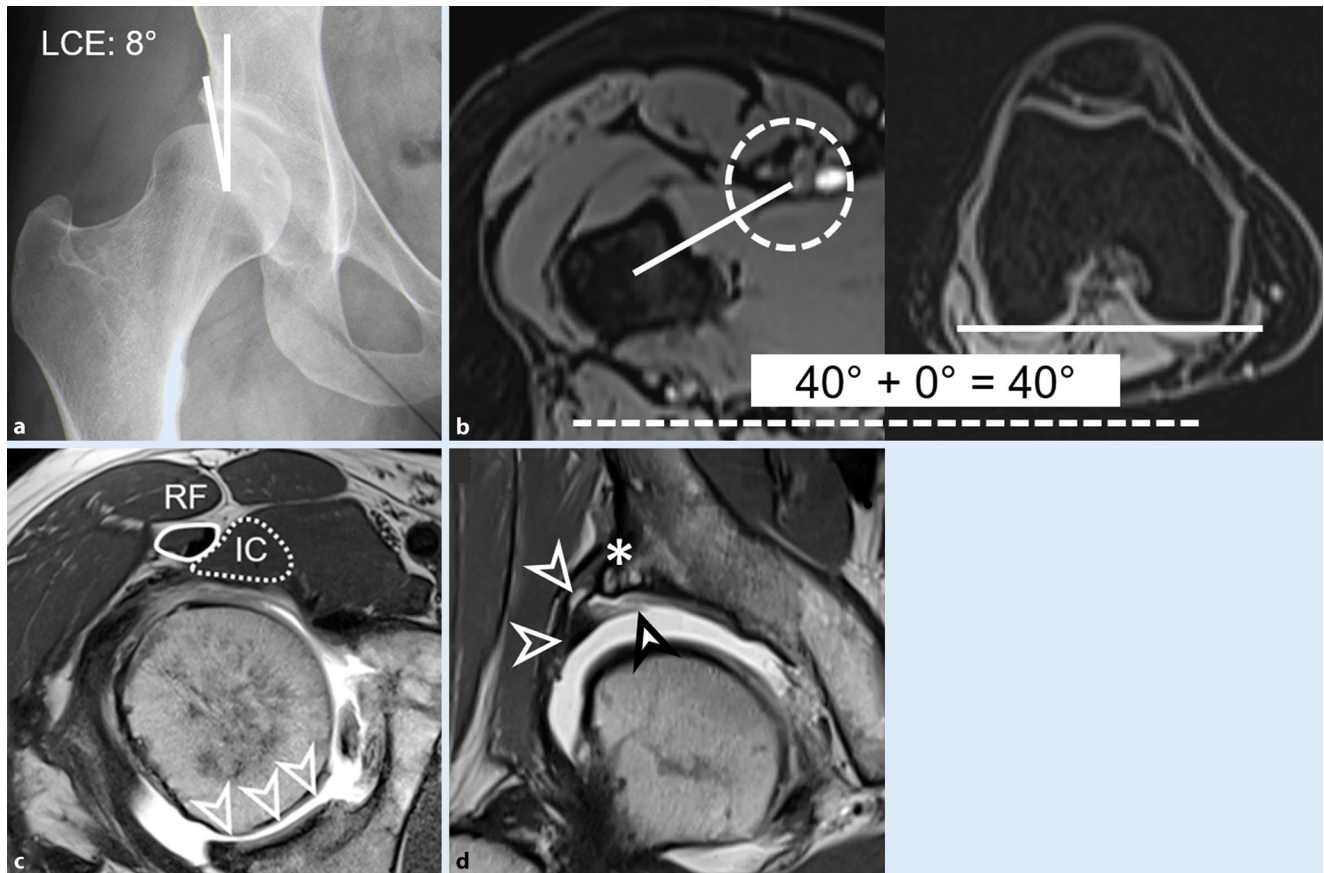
a Beckenübersicht einer 28 Jahre alten Patientin mit Hüftdysplasie und LCE („lateral center edge“) von 8°. b Im MRT zeigt sich eine erhöhte femoralen Antetorsion von 40° (nach Murphy-Methode gemessen [57]), gemessen anhand zweier schneller 3D T1-gewichteter VIBE („volumetric interpolated breath-hold examination“) Dixon-Sequenz des Beckens und der Knie (je 1 min Messzeit). c Sekundäre Instabilitätszeichen auf einer axialen T1-gewichteten Turbospinechoscsequenz: Hypertrophie des M. iliocapsularis (IC) mit größerer Querschnittsfläche als der M. rectus femoris (RF) sowie Dezentrierung des Femurkopfs mit Subluxation nach anterior und kontrastmittelgefülltem Spalt posterior (Pfeile). d Koronale protonengewichtete Turbospinechoscsequenz unter Traktion zeigt eine „Inside-out“-Läsion der chondrolabralen Übergangzone (weißer Pfeil) mit subchondralen Zysten (Stern) und einem hypertrophierten Labrum (transparente Pfeile), als Folge der Instabilität
